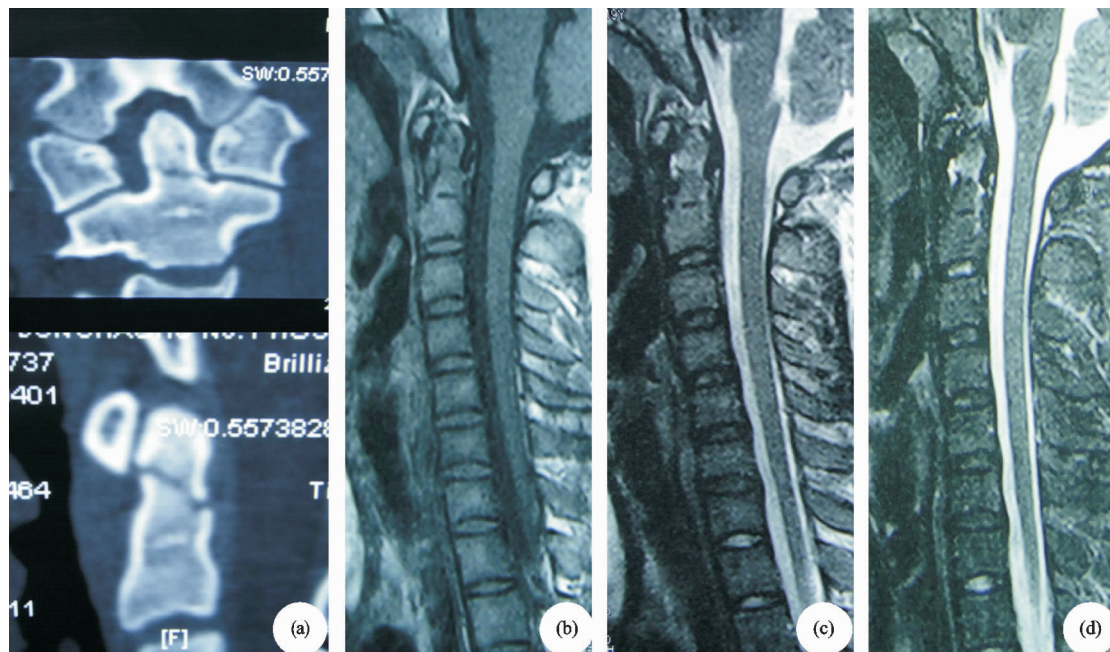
齿状突 II 型骨折术前影像学检查((a) 颈椎 CT 三维冠状面+矢状面重建;(b)~(d) 颈椎 MRI)
